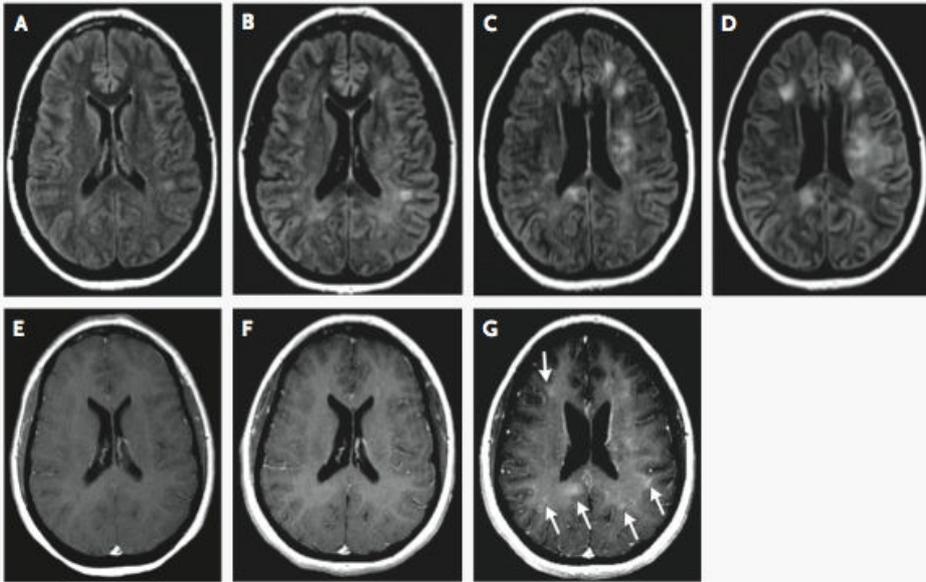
MRI Scans of the Supratentorial Brain.
